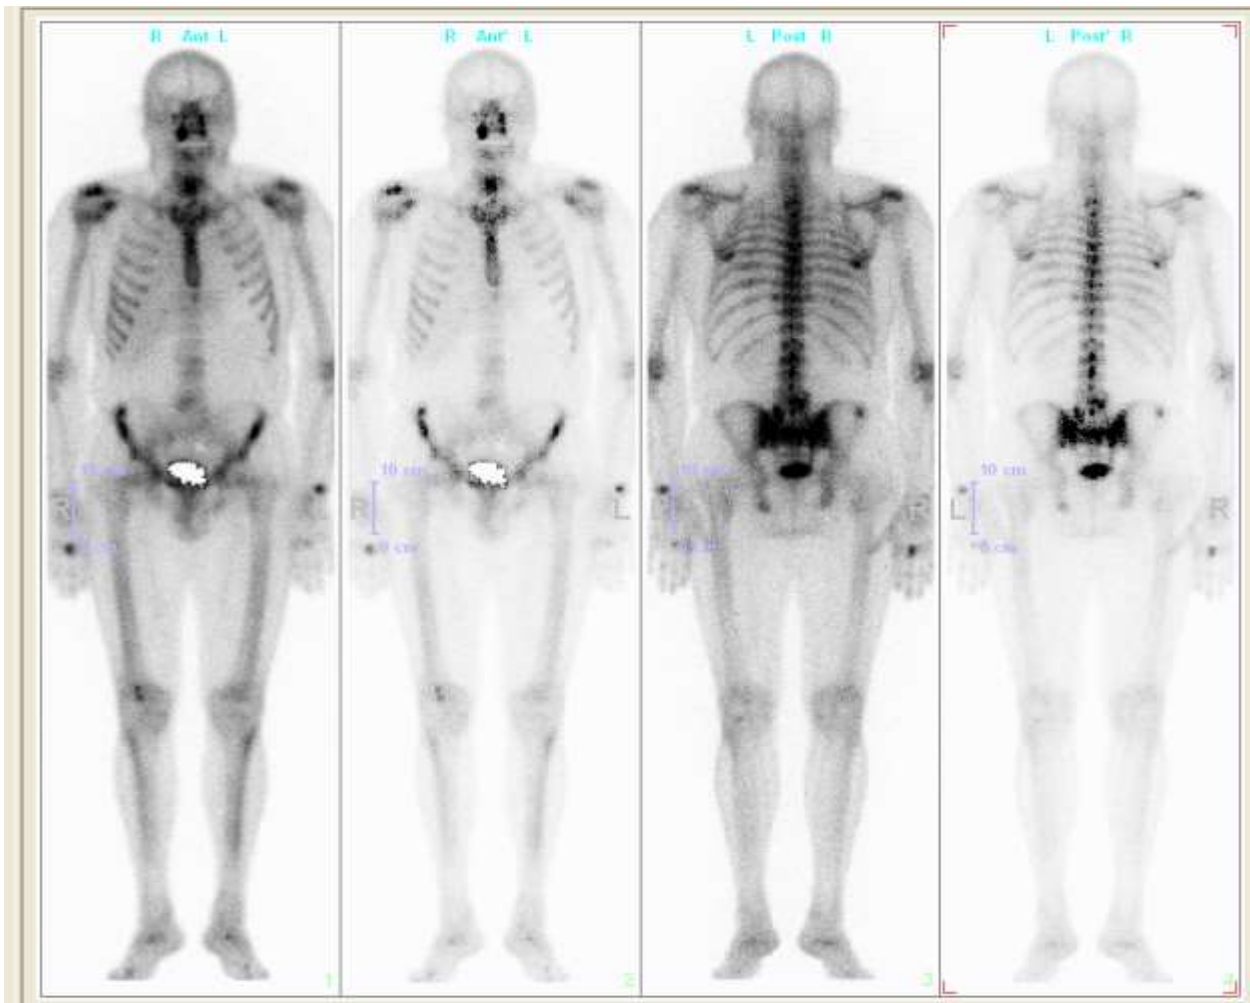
Остеосцинтиграфія з самарієм 153 оксабіфором хворого В.
